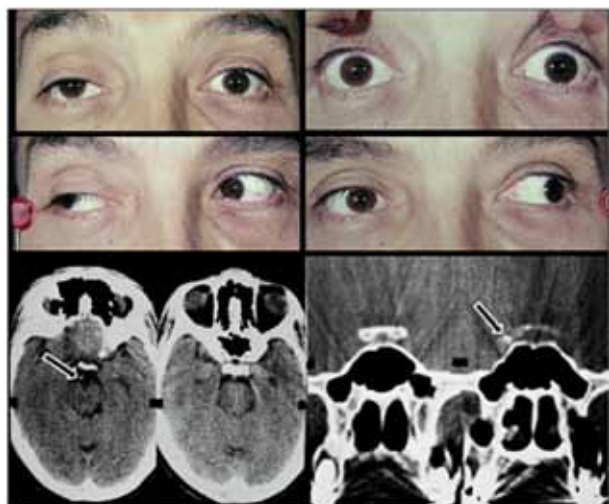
Paciente 4. Paresia del tercer nervio craneal derecho. En la tomografía computarizada cerebral se aprecia hiperdensidad en el trayecto subaracnoideo del nervio (flechas).
